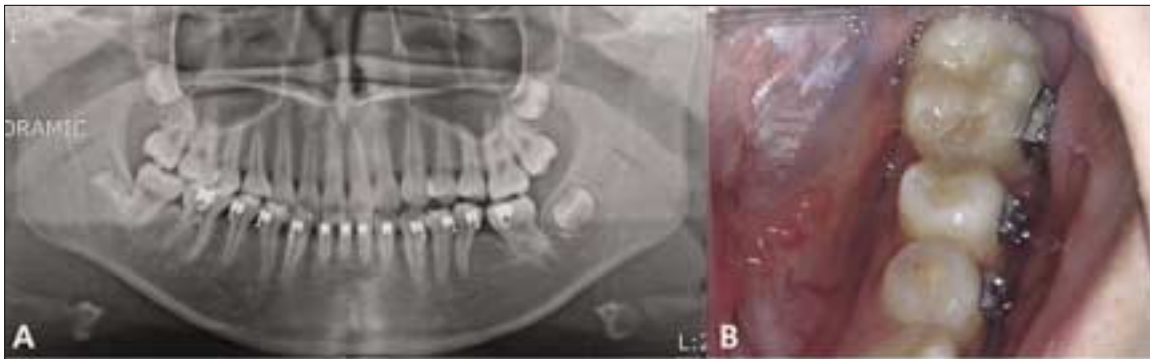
Follow-up check 17 months later. A: Panoramic x-ray, B: Intraoral photo, Note that the mandibular left first molar achieved a normal occlusion.
